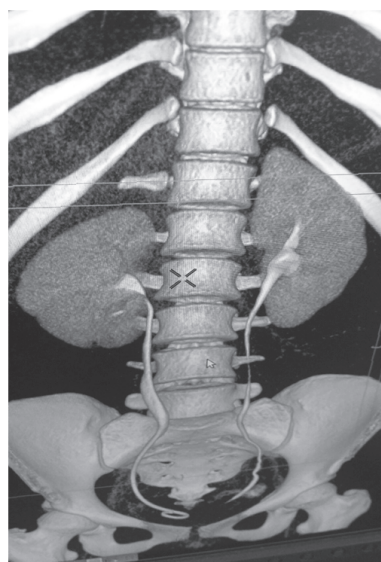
МСКТ с болюсным контрастированием больного А. на 7-е сутки после операции. Кровоток в правой почке восстановлен
